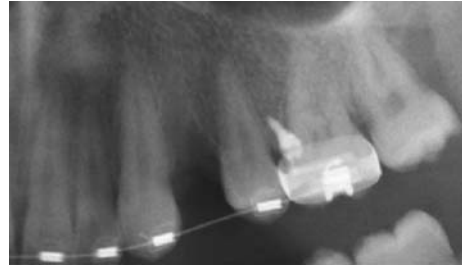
Röntgenkontrolle nach Insertion der Minischraube in sicherer knöcherner Retention.
